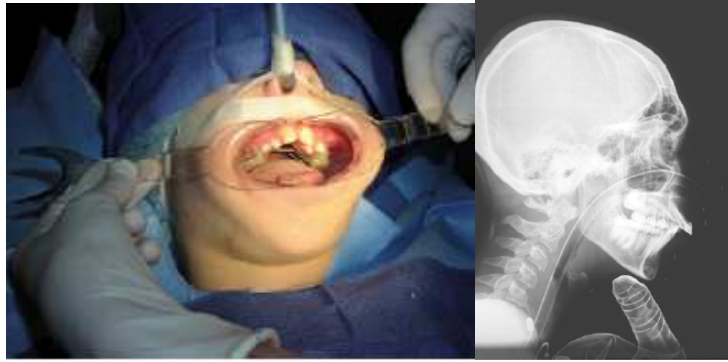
PCNE en TO bajo anestesia general: A) Colocación de expansor. B) Radiografía lateral de cráneo (Fuente: Rada, Bakhsh & Evans, 2015)
